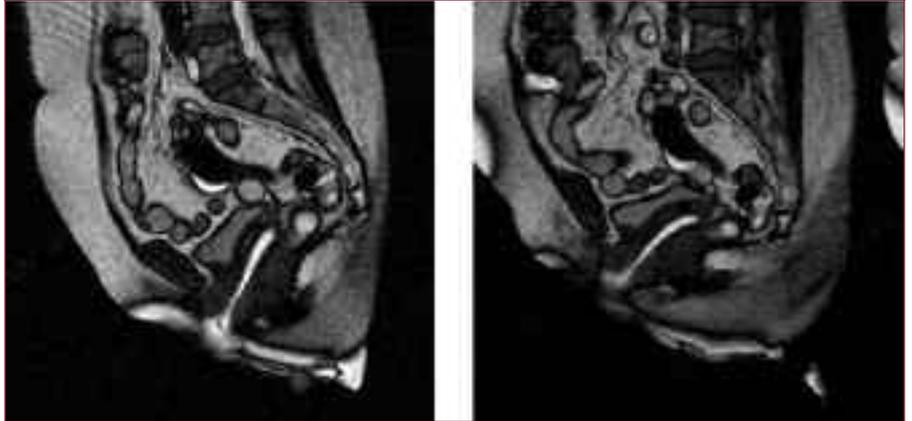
RM dinamica sagittale: rettocele
